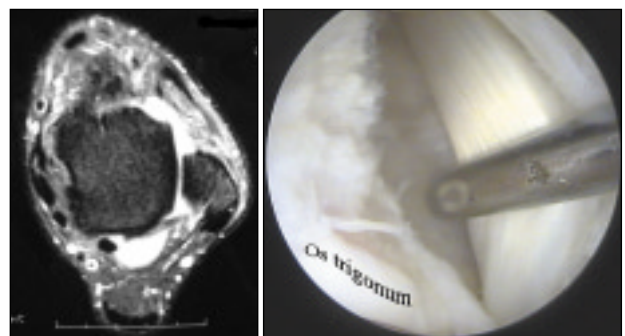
Paciente 2. A. RMN. Corte T2 axial: se visualiza tenosinovitis FHL con marcado aumento de líquido sinovial. B.
